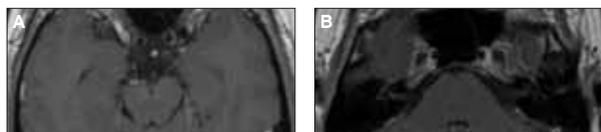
Caso 1: RMN de crânio na sequência T1 com gadolínio. (A) Captação de gadolínio no segmento cisternal do III nervo direito. (B) Captação de gadolínio do segmento labiríntico e mastoideu do VII direito.
